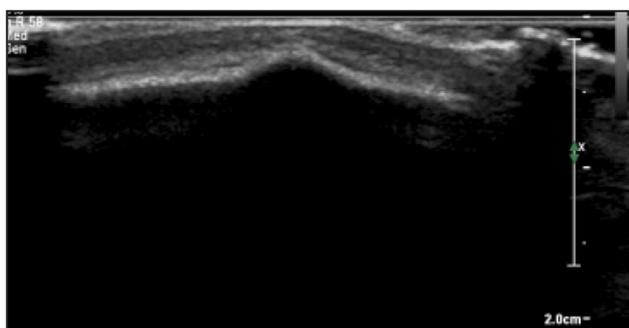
USG das suturas evidencia fusão precoce da sutura sagital, com elevação óssea no local da fusão.
